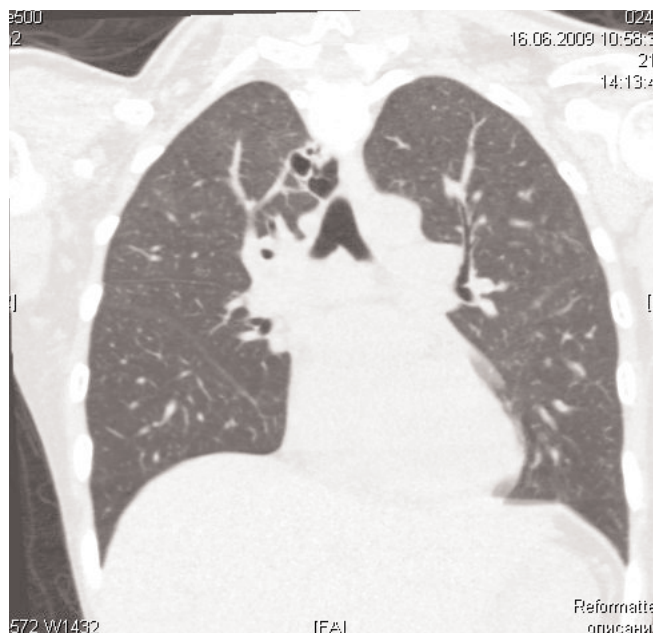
МСКТ. Признаки деструктивной пневмонии S1, S2 верхней доли правого легкого.
